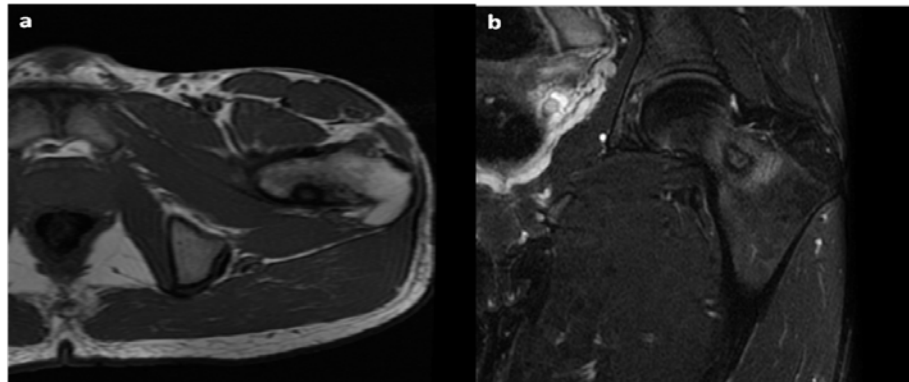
IRM de la hanche en coupe axiale T1 (a) et coronale T2 FATSAT (b): Ostéome ostéoïde. Image lacunaire bien arrondie, siégeant au niveau du col chirurgical du fémur droit, en hyposignal sur les deux séquences, entourée d'un œdème péri lésionnel.
